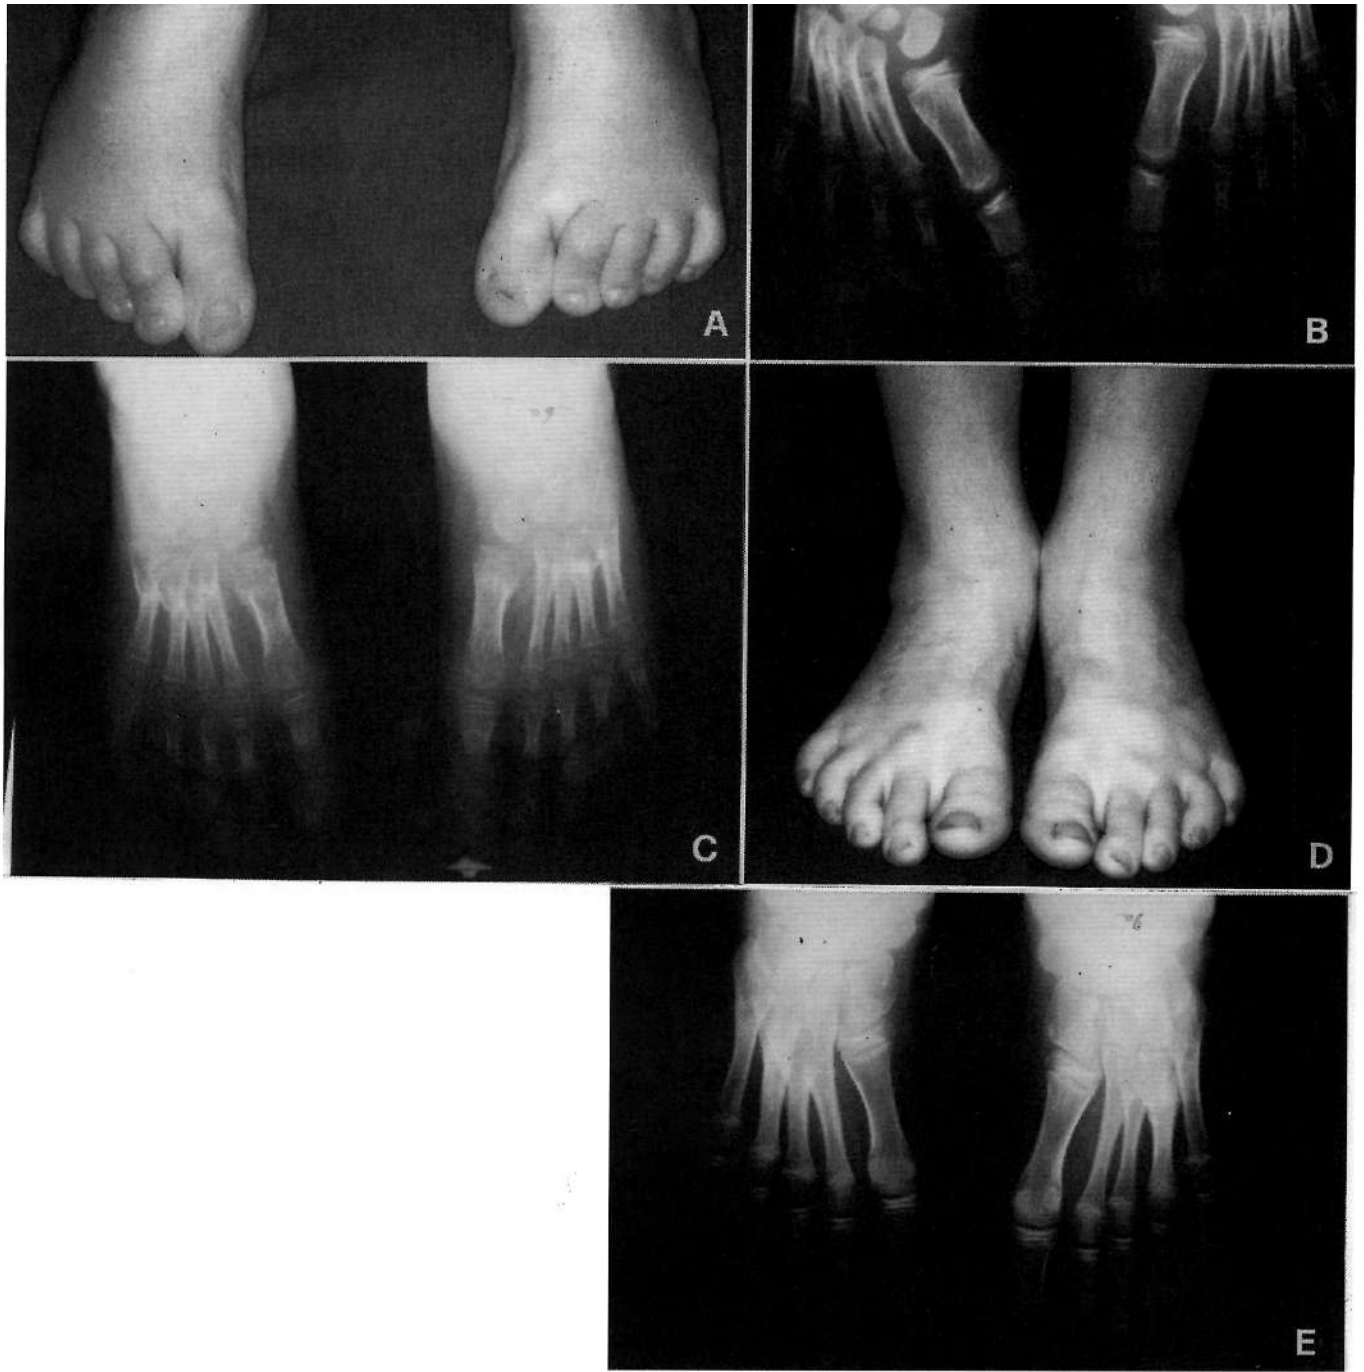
A, B) Anni 4, metatarso varo residuo bilaterale; C) controllo radiografico dopo due anni dall'intervento di osteotomia dei metatarsi; D, E) controllo clinico e radiografico dopo cinque anni.
